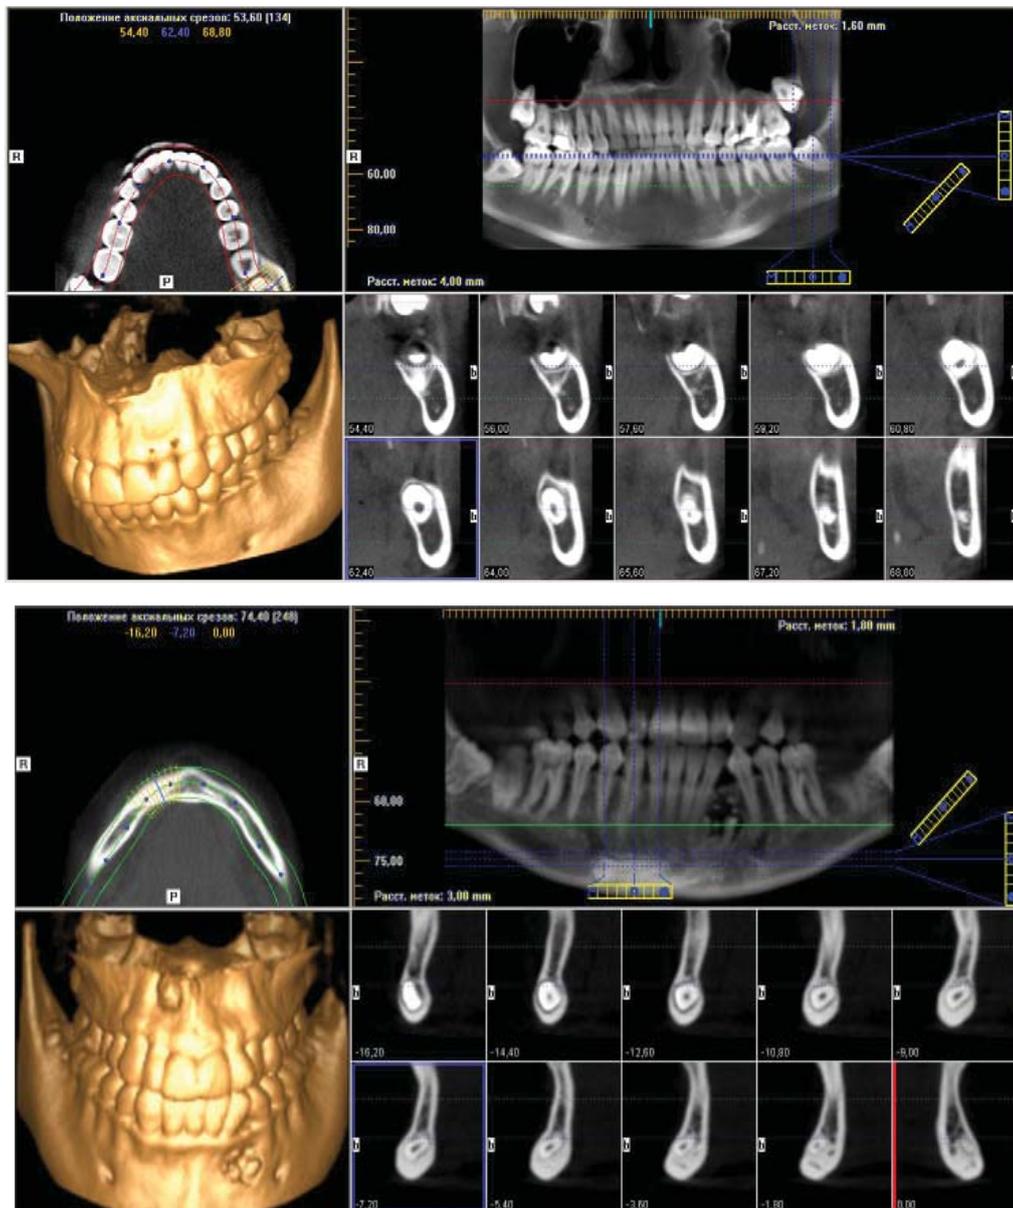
Конусно-лучевая компьютерная томография – инклюзия зуба 3.3
